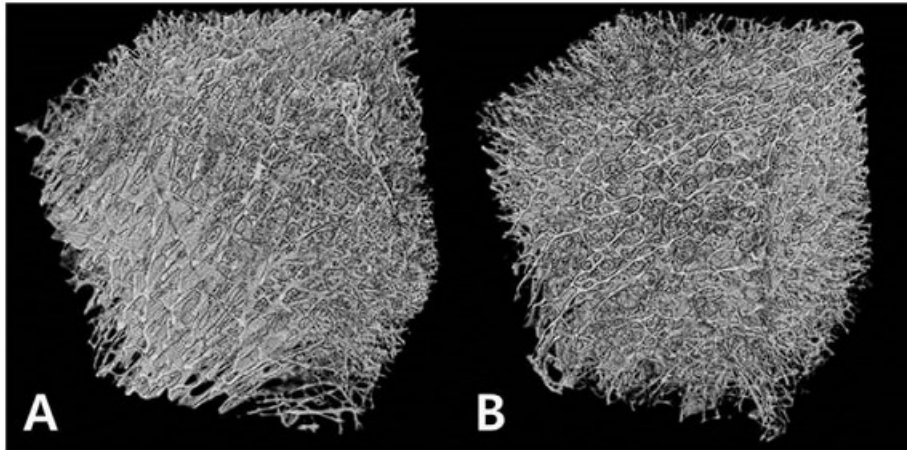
Immagine ricostruita con tomografia micro-computerizzata tridimensionale di nuclei ossei cuboidali della testa del femore [12]
